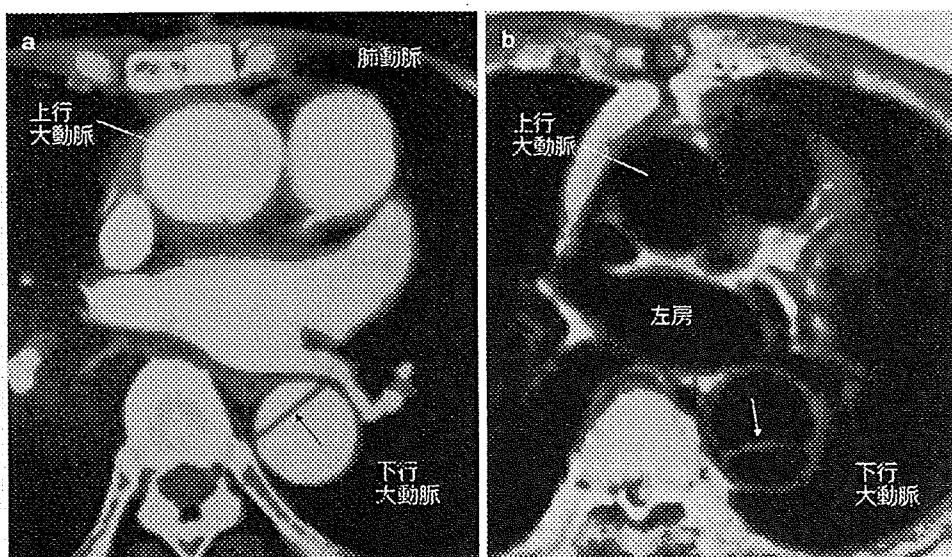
大動脈解離の CT/MRI 画像
